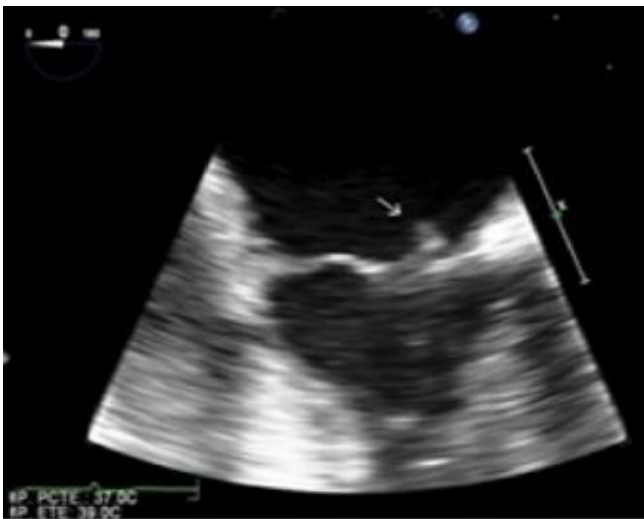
Imatge vibràtil a nivell de vel posterior mitral a ecocardiograma transesofàgic, compatible amb vegetació.
